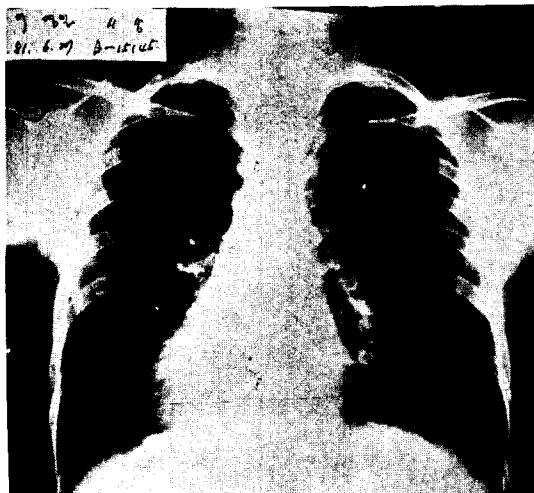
症例 2의 單純胸部 X線所見
